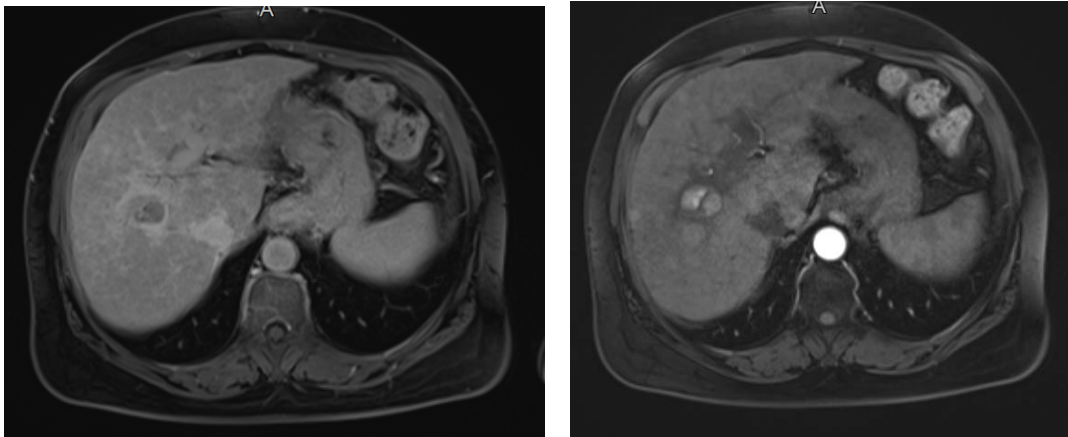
IRM hépatique d'un CHC du segment V, 2 mois après sa chimio-embolisation, de 19x27 mm de diamètre
